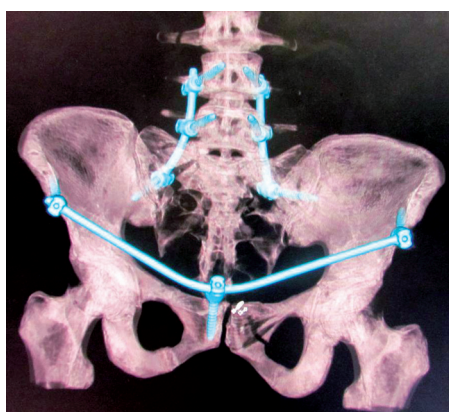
СКТ таза пострадавшей Ч. после операции. 3D-реконструкция
